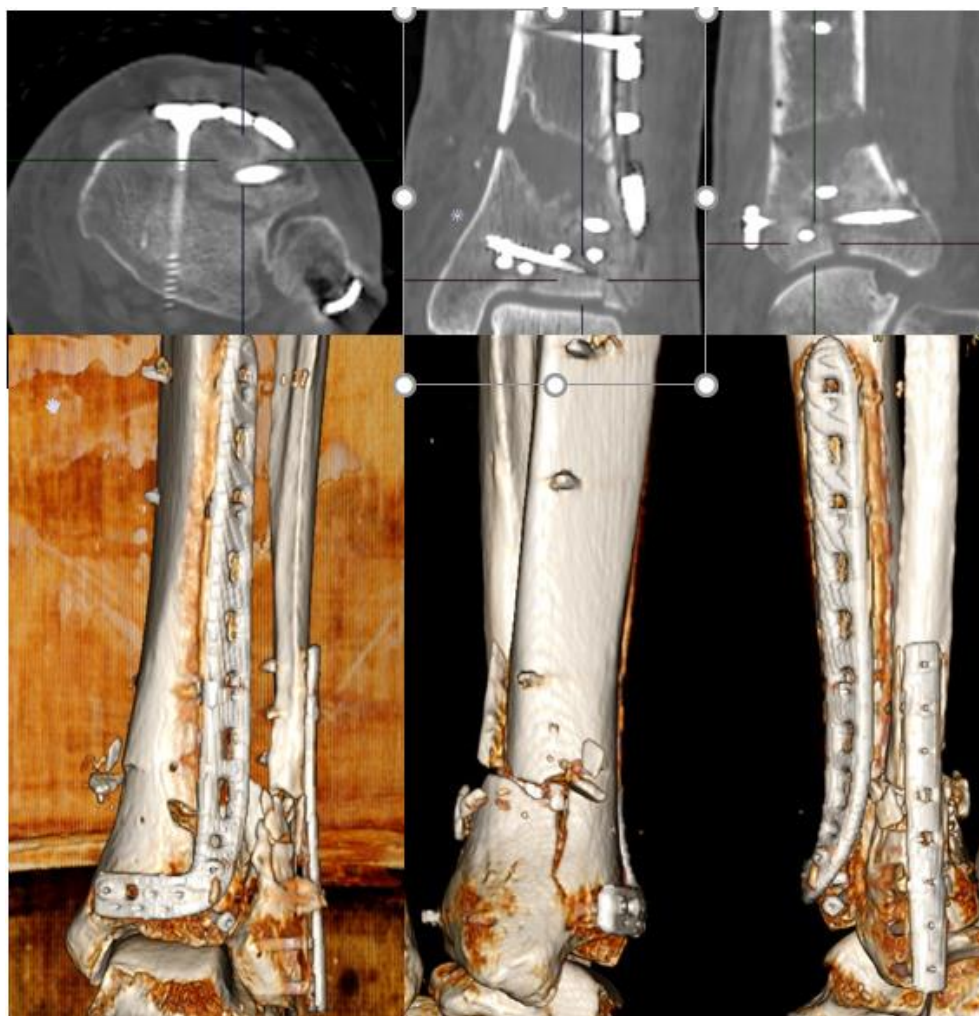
Контрольные компьютерные томограммы пациентки П. после погружного остеосинтеза.
